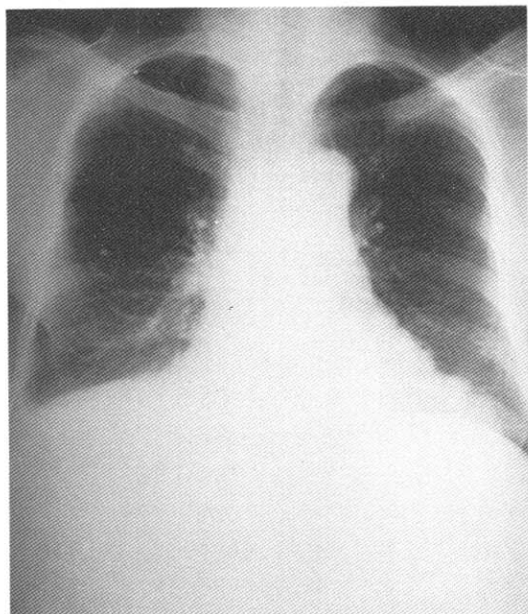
Chest Radiograph shows pleural effusion in right lower lung and unforgettable lobulated left cardiac shadow which was pericardiacophrenic collateral circulation of interruption of IVC.
